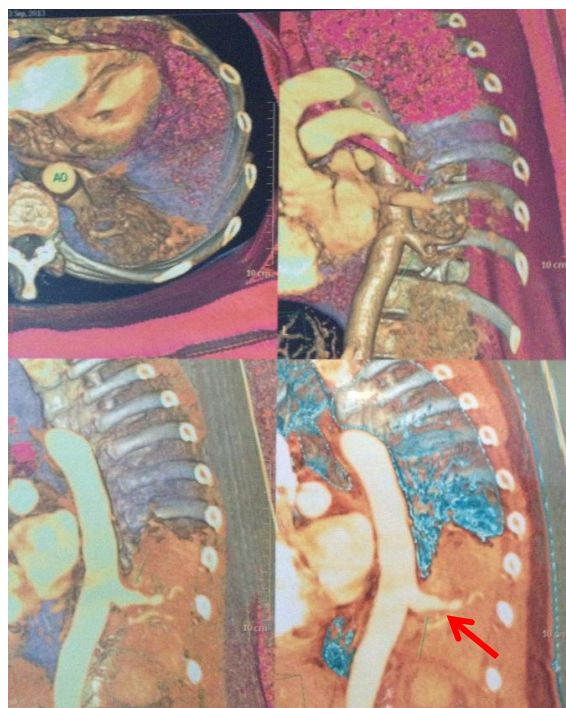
TC de tórax con reconstrucción 3D donde muestra claramente la rama nutricia de la lesión (flecha) que proviene de la aorta torácica descendente
